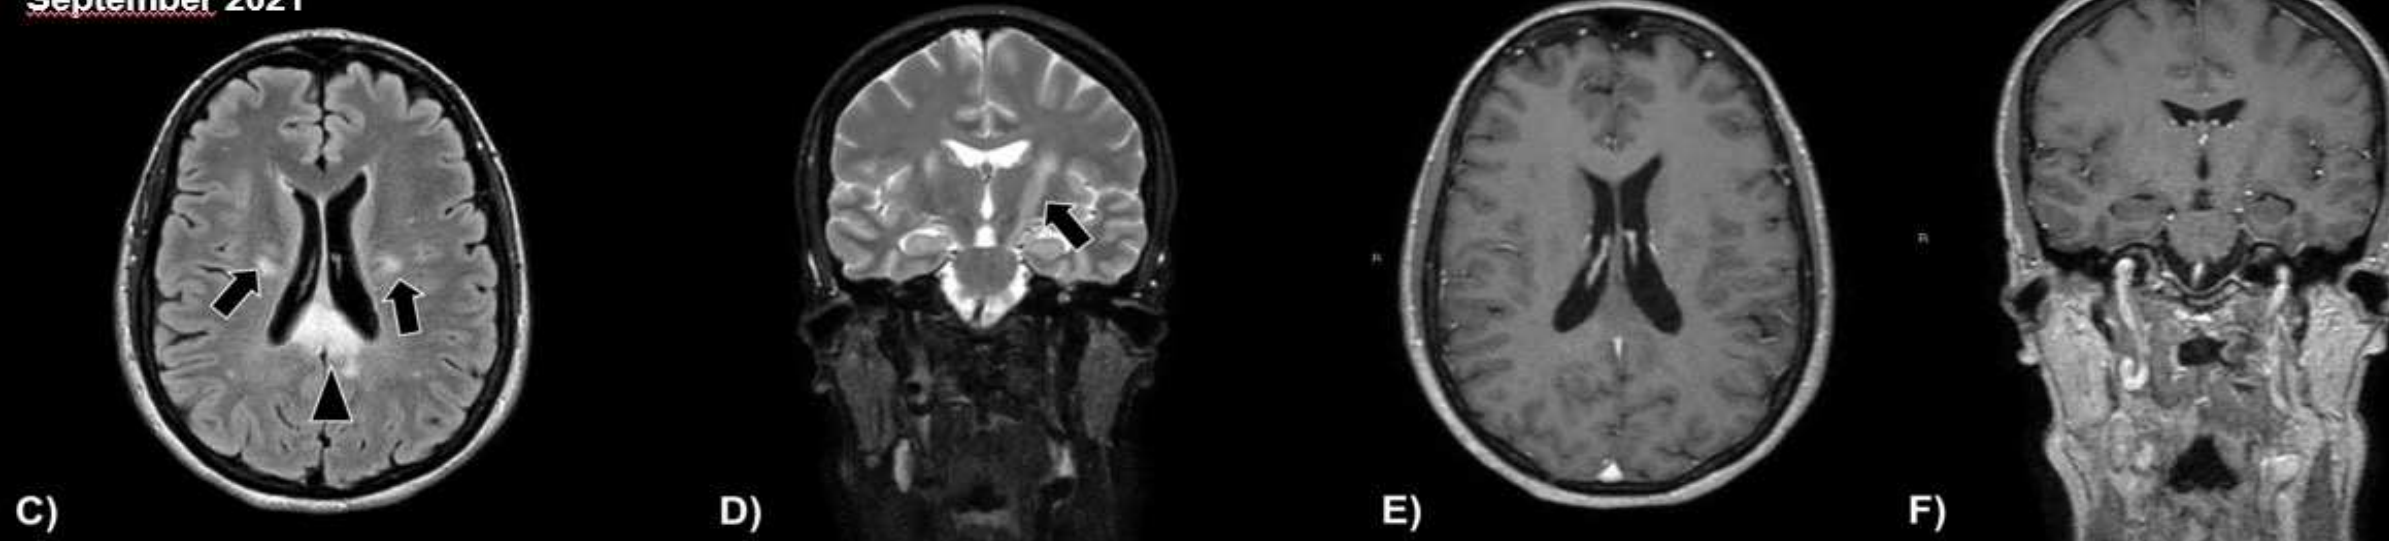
Imágenes de RM de un paciente que presenta síntomas neurológicos tras la vacunación contra COVID-19 en julio de 2021, con estudio de seguimiento realizado dos meses después, en septiembre de 2021.
